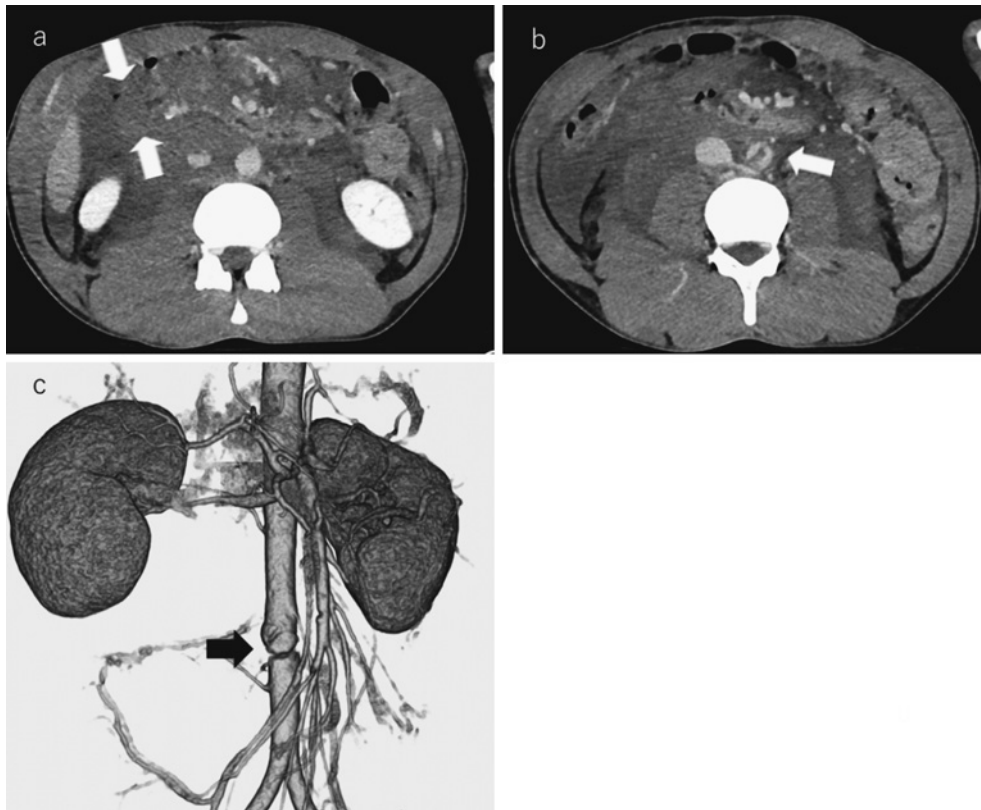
Abdominal CT and 3D-CTA
